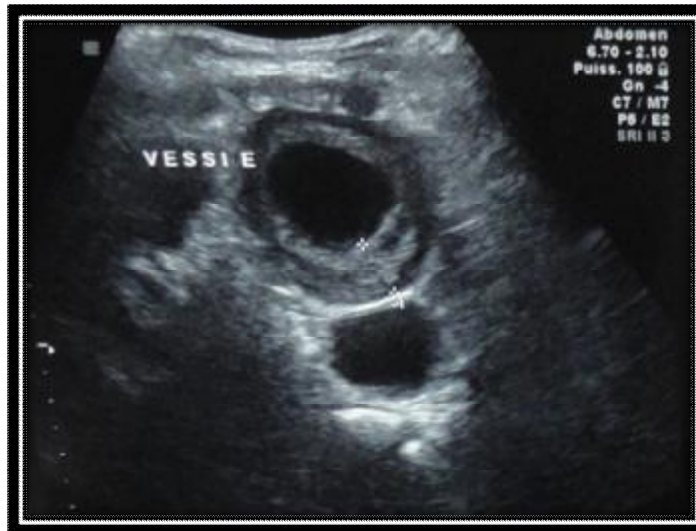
échographie rénale montrant un épaissement régulier de la paroi vésicale mesurant 06 mm d'épaisseur.
